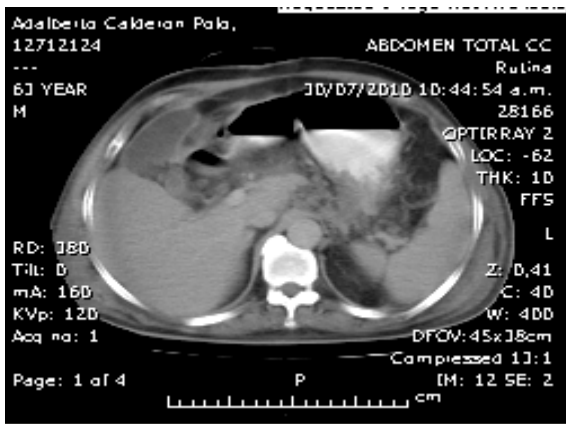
TC contrastado de abdomen.
